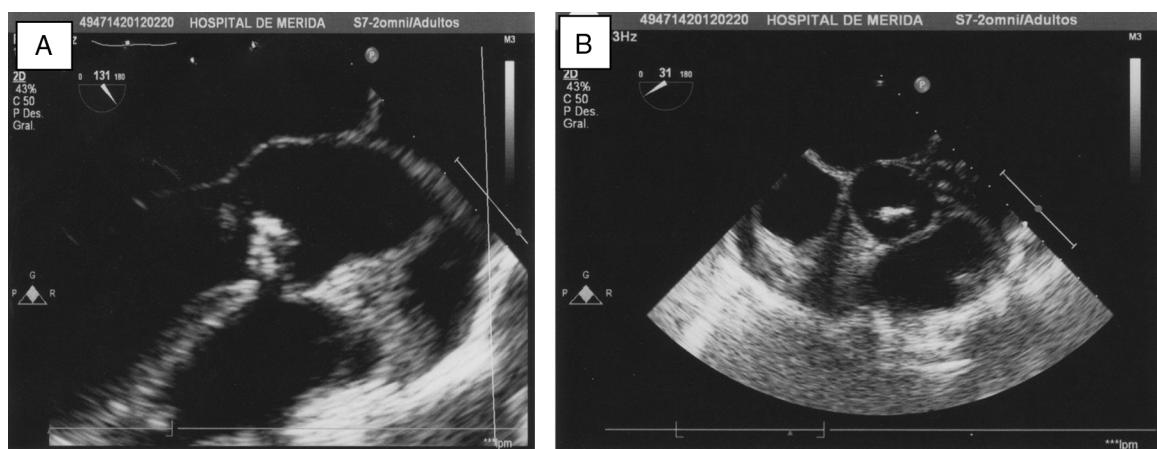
A y B) Ecocardiografía transtorácica. Se muestra imagen de vegetación sobre válvula aórtica bicúspide, parcialmente calcificada con prolapo parcial de la misma y regurgitación severa, sin datos de insuficiencia cardiaca.
